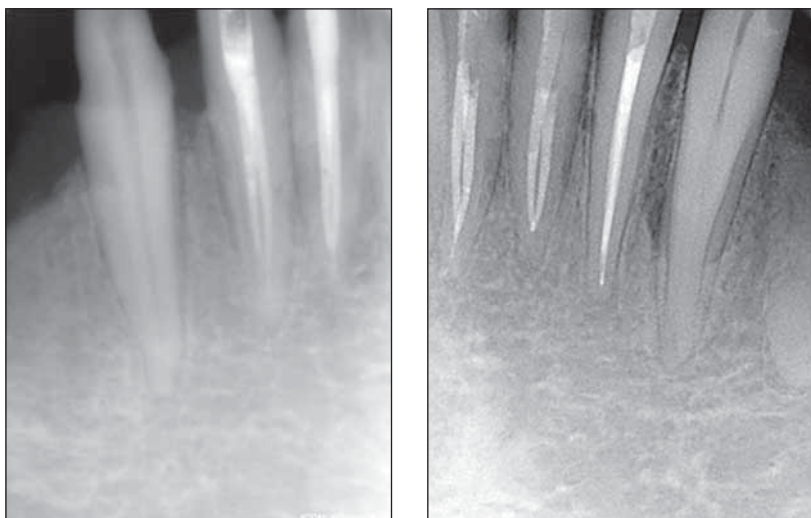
și FIGURA 9. Radiografiile de control după obturația radiculară la dinții 32-42
